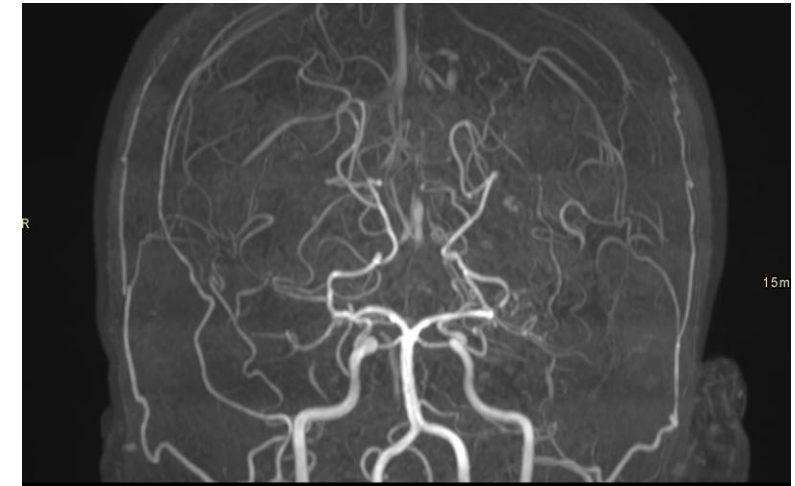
Angio-RM coronal de vascularización cerebral mostrando aumento de colateralidad.
